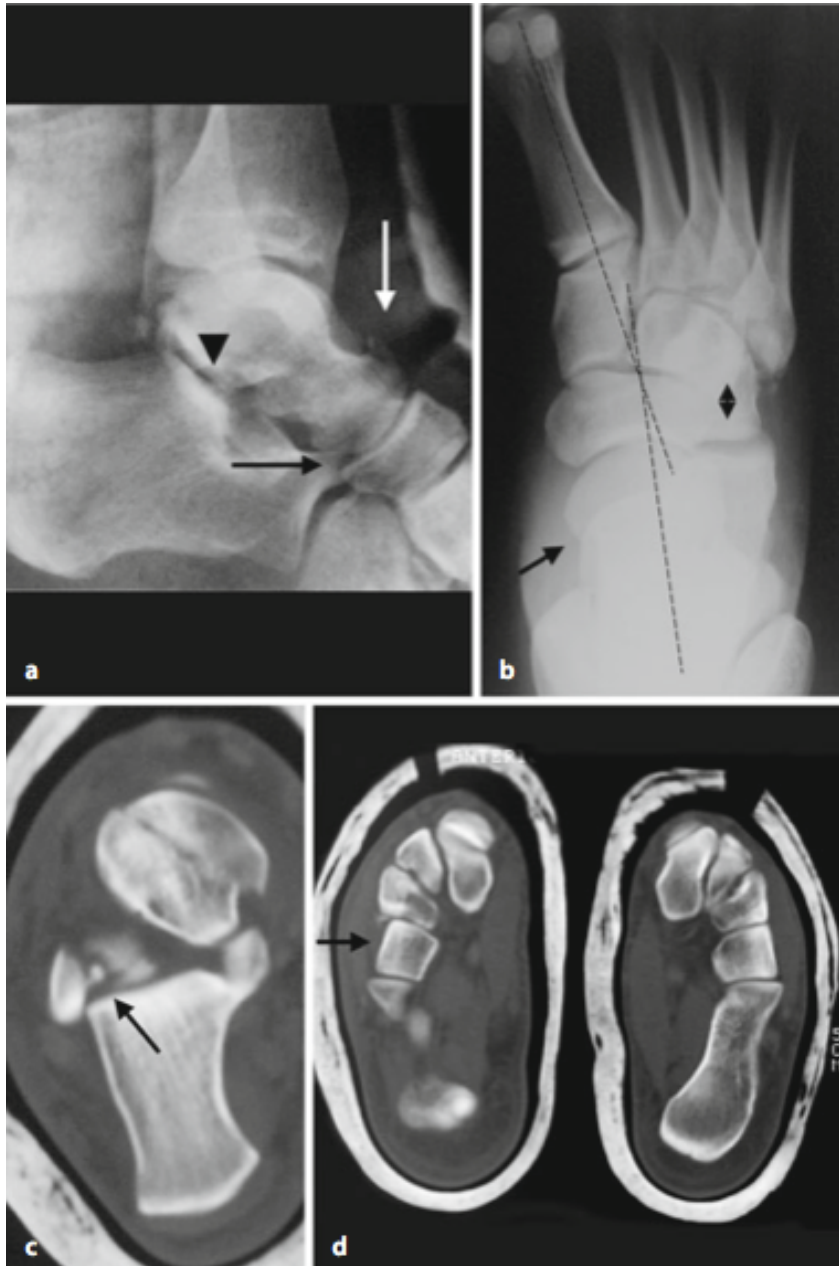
Röntgenaufnahmen und CT-Bilder einer transtalenen Chopart-Luxationsfraktur (aus Rammelt und Zwipp, 2011). In der seitlichen Aufnahme ist trotz unzureichender Aufnahmetechnik eine Avulsion am Taluskopf zu sehen (weißer Pfeil). Am Proc. fibularis tali verläuft die Knochenkontur nicht mehr ganz regelmäßig (Pfeilspitze) und die Cyma-Linie zeigt eine deutliche Verwerfung (schwarzer Pfeil) (a). In der dorsoplantaren Aufnahme ist die talometatarsale Achse (gestrichelte Linien) im Sinne einer Adduktion in Varusstellung verschoben und der Gelenkspalt zwischen Os cuboideum und Calcaneus ist erweitert (Doppelpfeil) (b). Erst in den CT-Aufnahmen wird die ganze Komplexität der Verletzung des Chopart-Gelenkes deutlich. Der Taluskopf und Proc. fibularis tali zeigen Kompressionsfrakturen, das Os cuboideum ist nach medial hin subluxiert (c,d).
